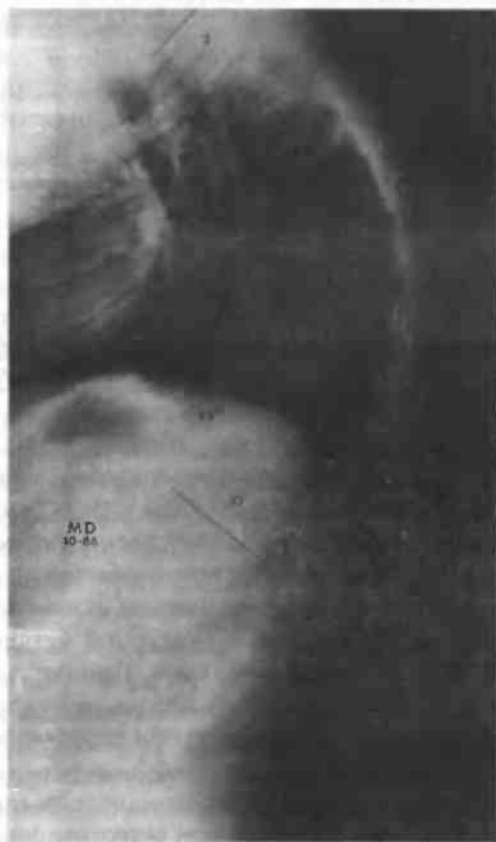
Рентгенограмма (боковая проекция) 14-летнего мальчика с выраженным кифозом Шейерманна. Угол между T_{III} и T_{XII} составляет 92° . Клиновидное сужение передней части позвонков T_{VI} , T_{VII} , T_{VIII} и T_{IX} . В норме кифоз грудного отдела позвоночника не превышает 40°
